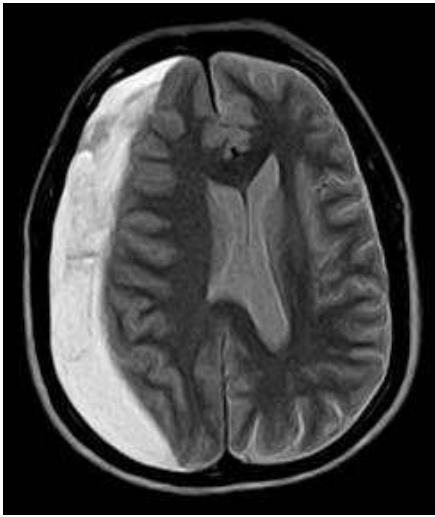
КТ головного мозку - субдуральна гематома зліва
